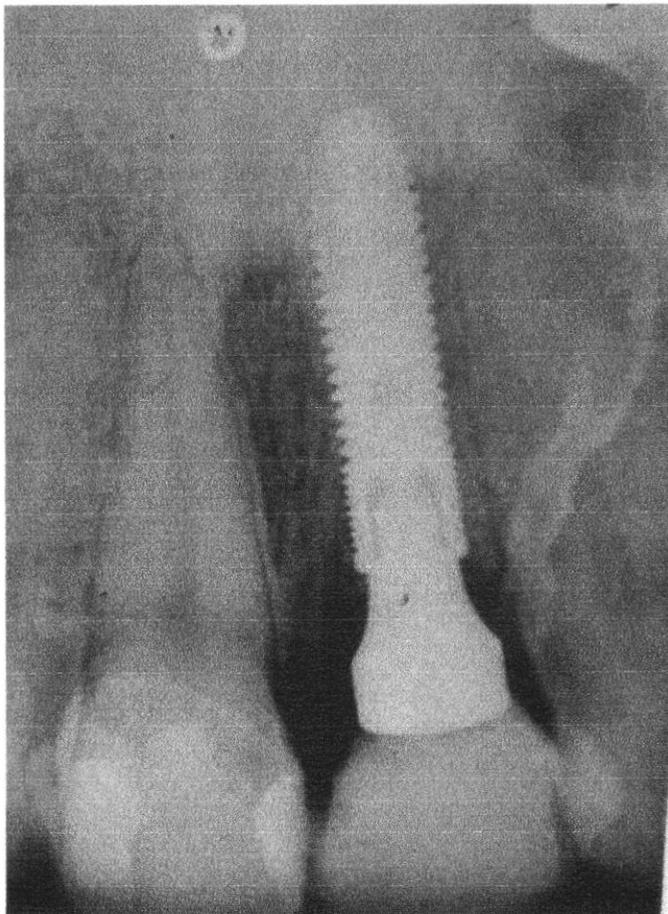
Radiografia evidenciando o implante osseointegrado.
